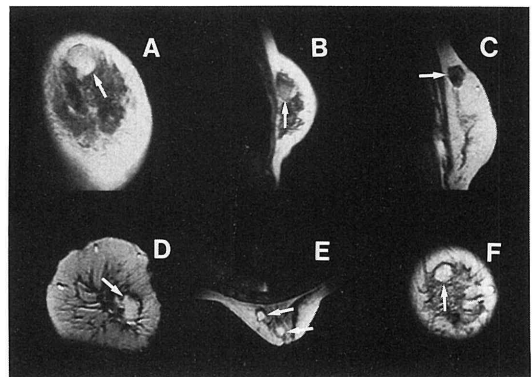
ダイナミックMRIにおけるスピンエコー法(SE)とフィールドエコー法(FE)の比較。矢印はそれぞれ腫瘍を示す
